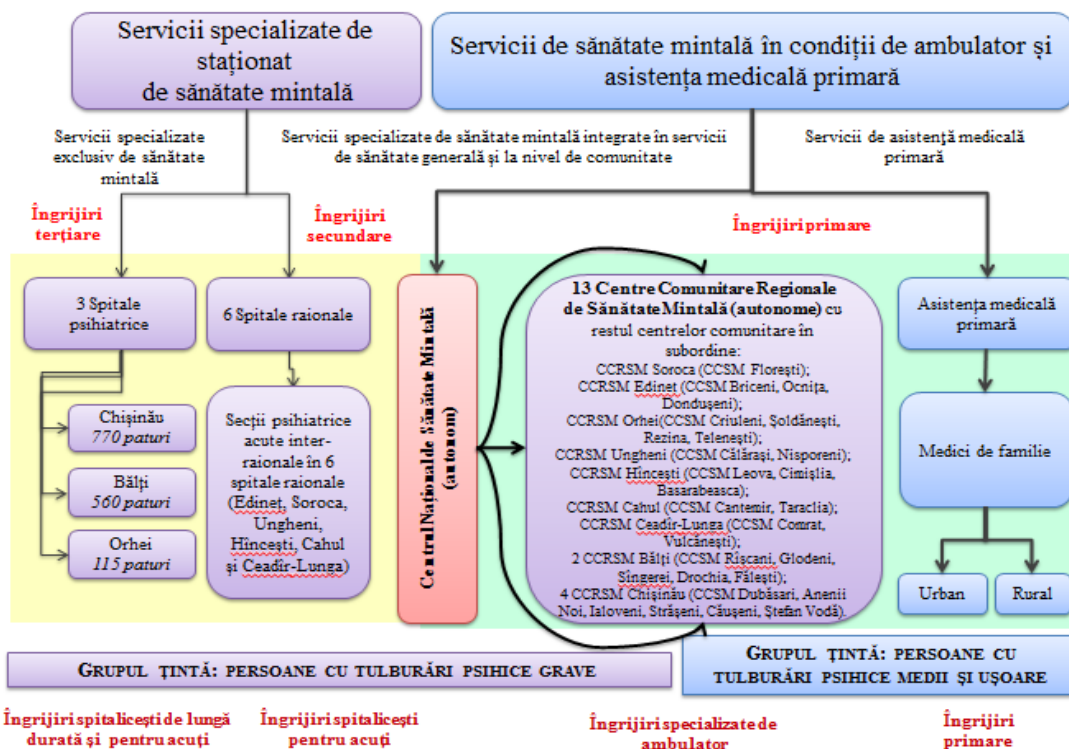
Opțiunea nr. 3 de reorganizare a serviciului de sănătate mintală în RM.
